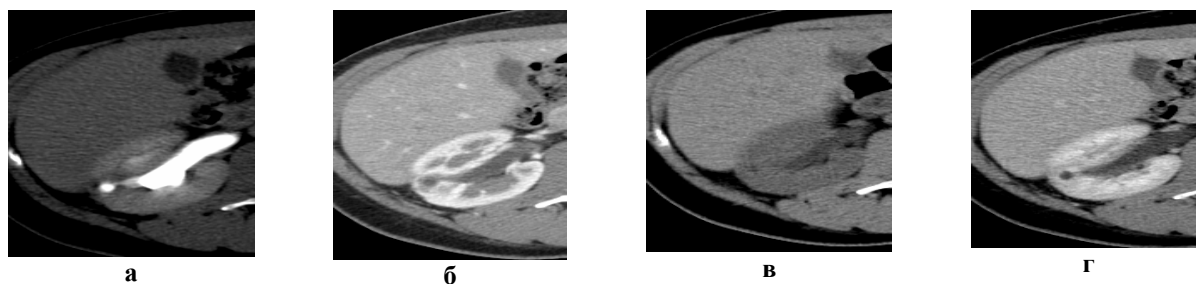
Компьютерные томограммы через 4 месяца после начала заболевания: без введения контраста (а), после внутривенного болюсного контрастирования в артериальную (б), паренхиматозную (в) и нефрографическую (г) фазы
